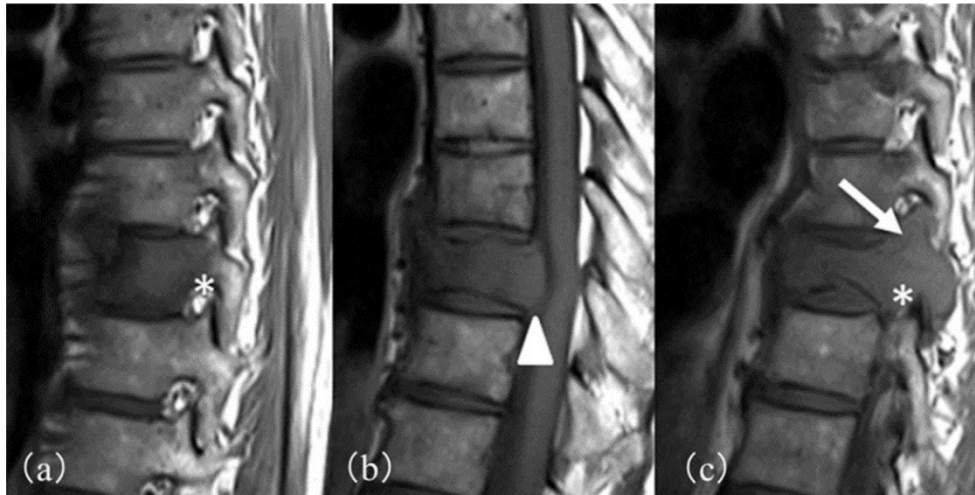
Kolaps vertebra akibat metastasis pada pencitraan STIR-T2 (a) dan pencitraan ST T1 sebelum gd (b) dan setelah pemberian gadolinium (c). Gambar menunjukkan intensitas sinyal tinggi yang heterogen dari corpus vertebra pada pencitraan T2-weighted, dan intensitas sinyal rendah pada pencitraan T1-weighted yang secara dramatis meningkat pada pencitraan T1-weighted setelah pemberian gadolinium, konveksitas dinding posterior corpus vertebra juga terlihat, ekstensi epidural juga tampak namun tidak ada bukti adanya kerusakan diskus. (Sumber : R. Guillemina et al – 2007)
